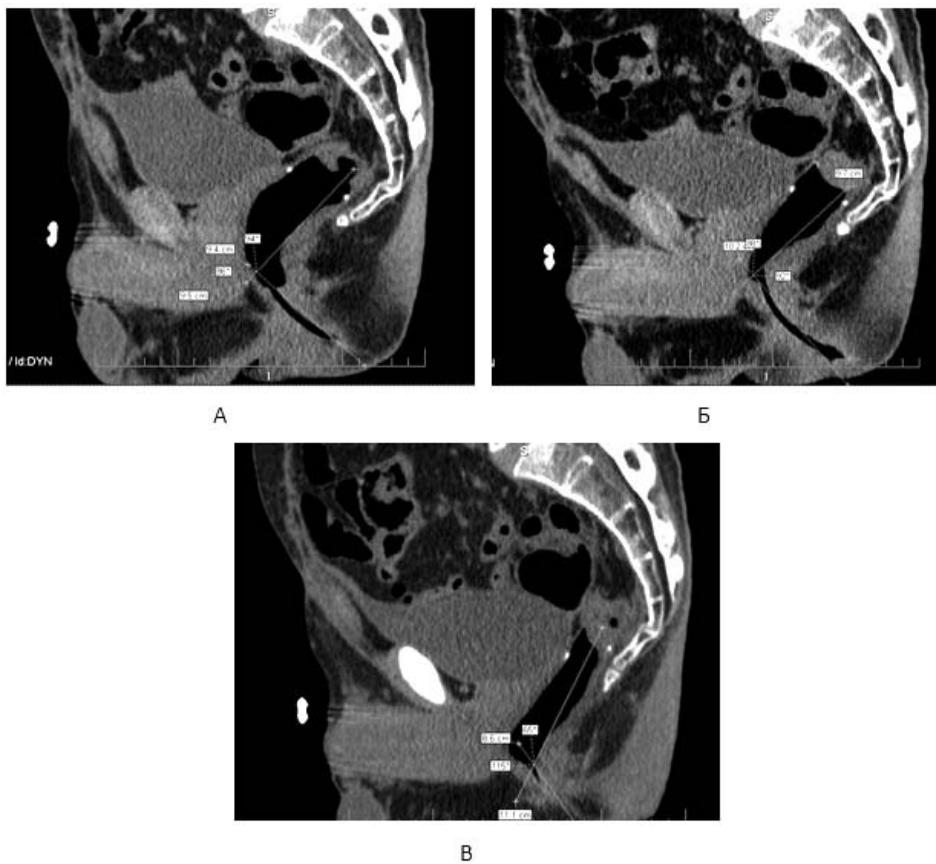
Компьютерно-томографическая резервуародефеккография больного Ш. А – в покое (APУ – 86°), Б – волевое сокращение (APУ – 92°), В – натуживание (APУ – 115°).
